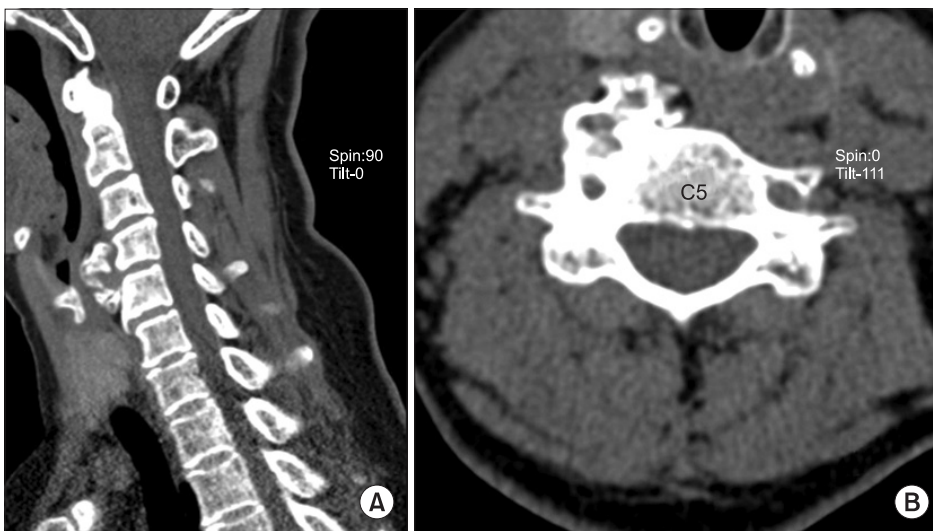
CT scan images, sagittal image (A) shows an ossification from the C4 level to C5 level. Axial image (B) shows that the mass was developed on vertebral body of the 5th cervical vertebrae.
